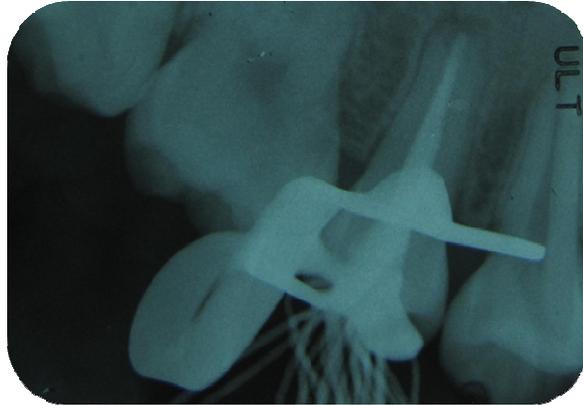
Radiografía de penacho
